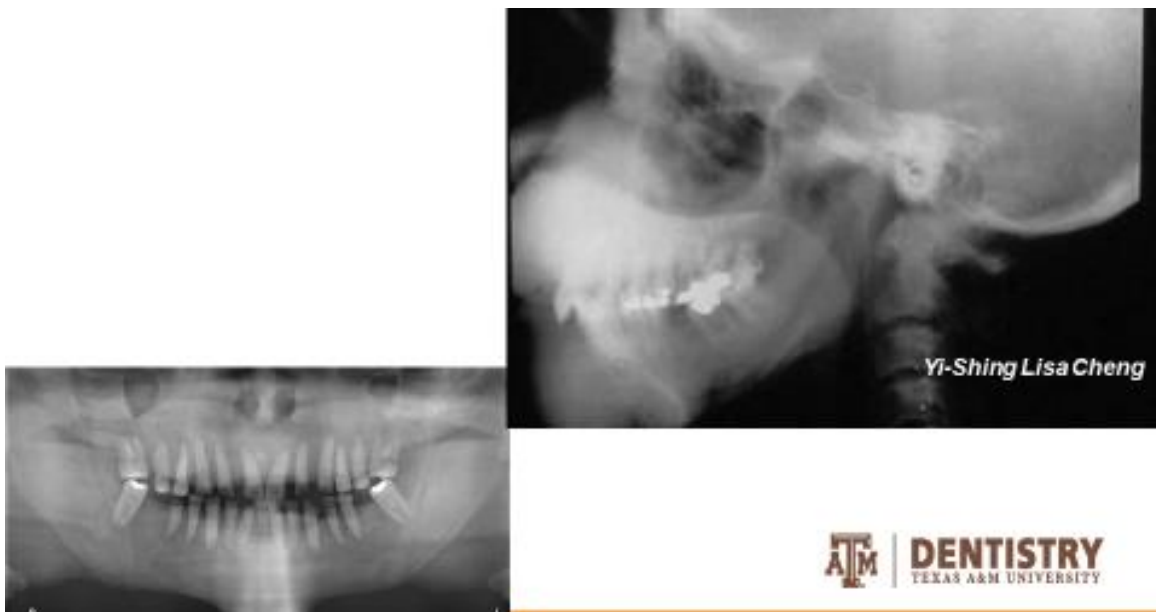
Radiografía panorámica y lateral de cráneo de un paciente con osteodistrofia renal, se observa el crecimiento de la maxila y la mandíbula, el hueso se observa con aspecto de “vidrio esmerilado”.
